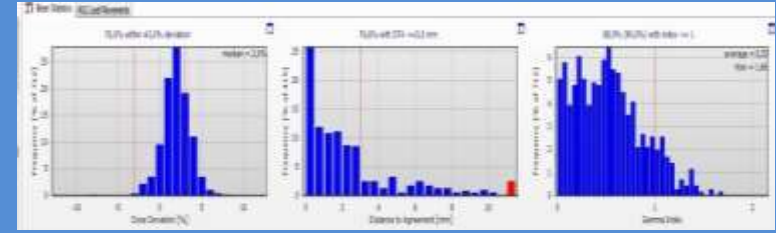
Messung für AXB (D2M) am nativ realen Phantom-CT (PMMA mit 130 HU abgebildet)
